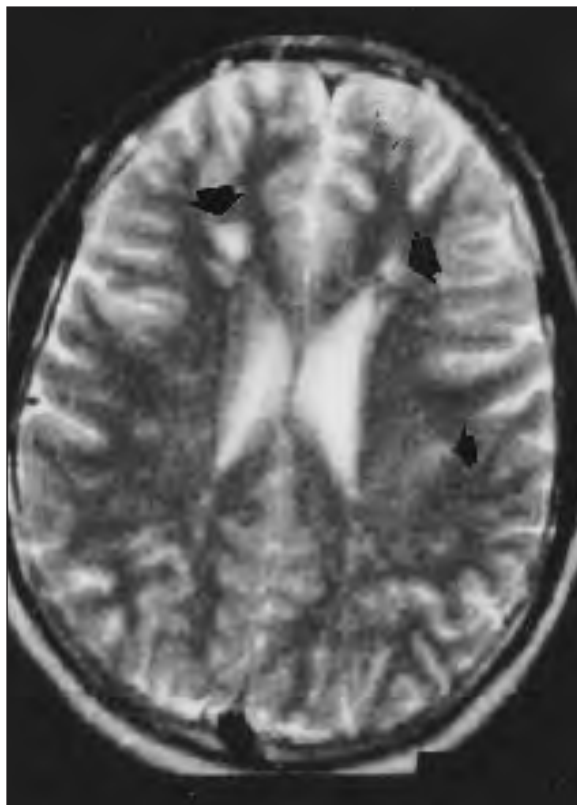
Imagen de resonancia magnética nuclear cerebral en tiempo T2, que muestra múltiples áreas hiperintensas en diferentes localizaciones de la sustancia blanca cerebral de ambas áreas periventriculares secundaria a la afectación embolígena.
